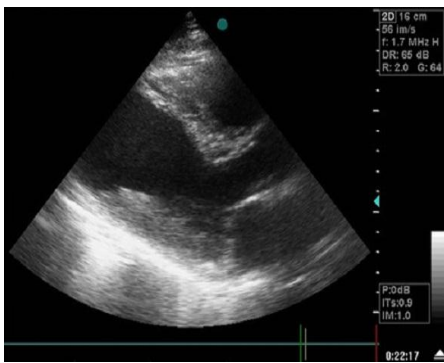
coupe parasternal grand axe à l'ETT montrant un anévrisme ventriculaire gauche
